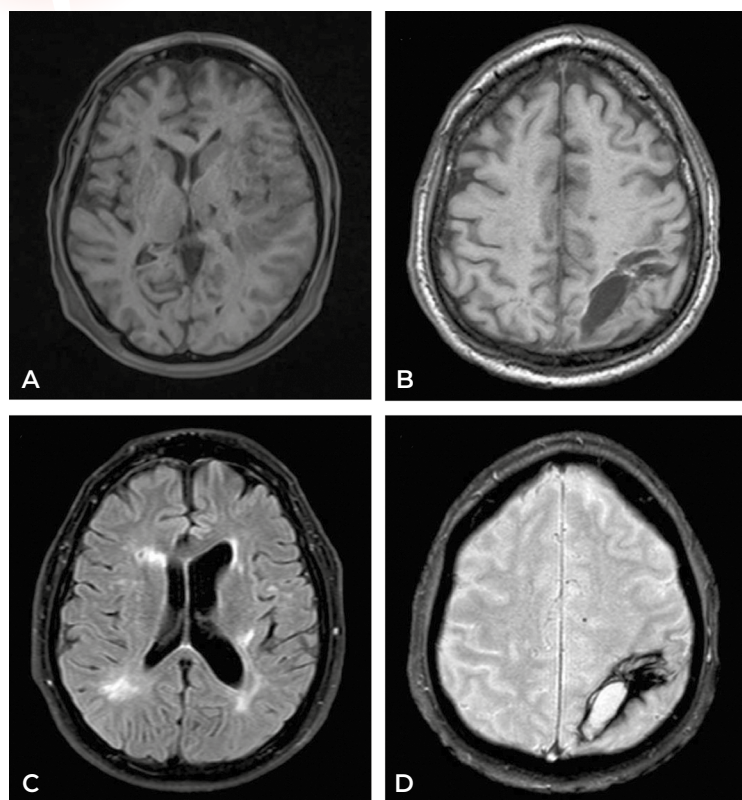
Resonancia magnética cerebral de seguimiento. A) Secuencia T1: infarto lacunar crónico en tálamo e ínsula izquierdos. B) Secuencia T1: cavidad quística hipointensa compatible con depósito residual de hemosiderina. C) Secuencia FLAIR: persistencia de leucoencefalopatía subcortical. D) Secuencia HEMO/T2*: sin evidencia de resangrado ni progresión de las microhemorragias cerebrales crónicas.
